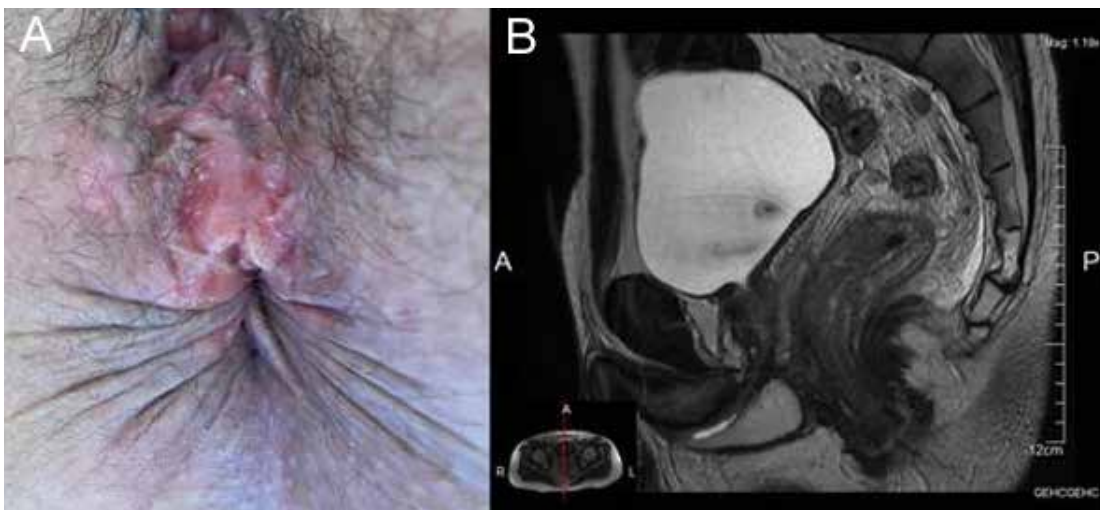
Pseudotumor luético anal y rectal. A. Se observa la lesión elevada en el margen anal anterior. B. RM, corte sagital, muestra engrosamiento circunferencial del recto subperitoneal, informado como probable tumor del recto medio T3N1.
